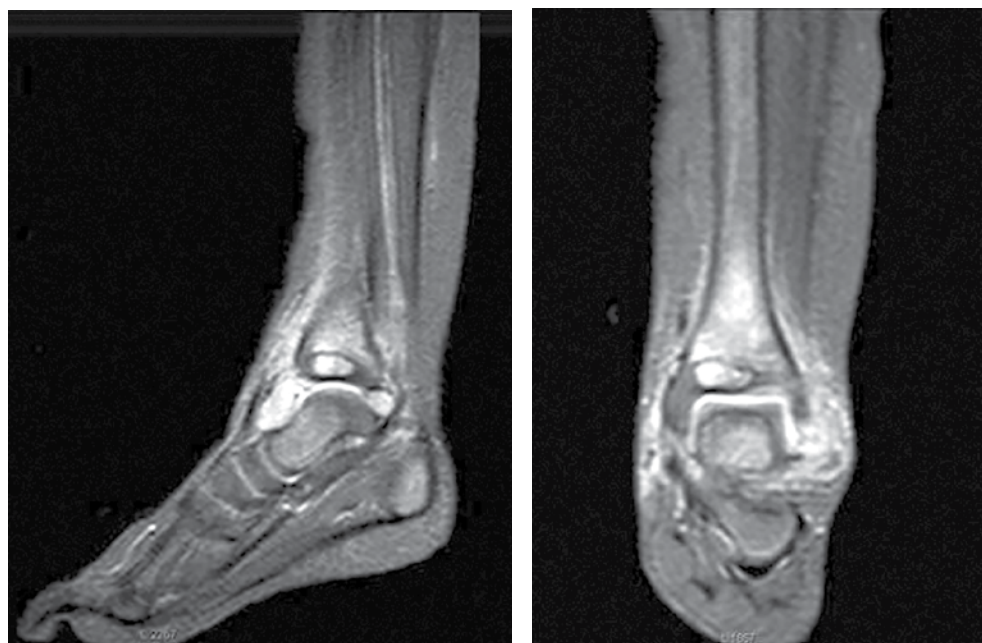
МРТ лівого гомілковостопного суглоба в дитини С.
